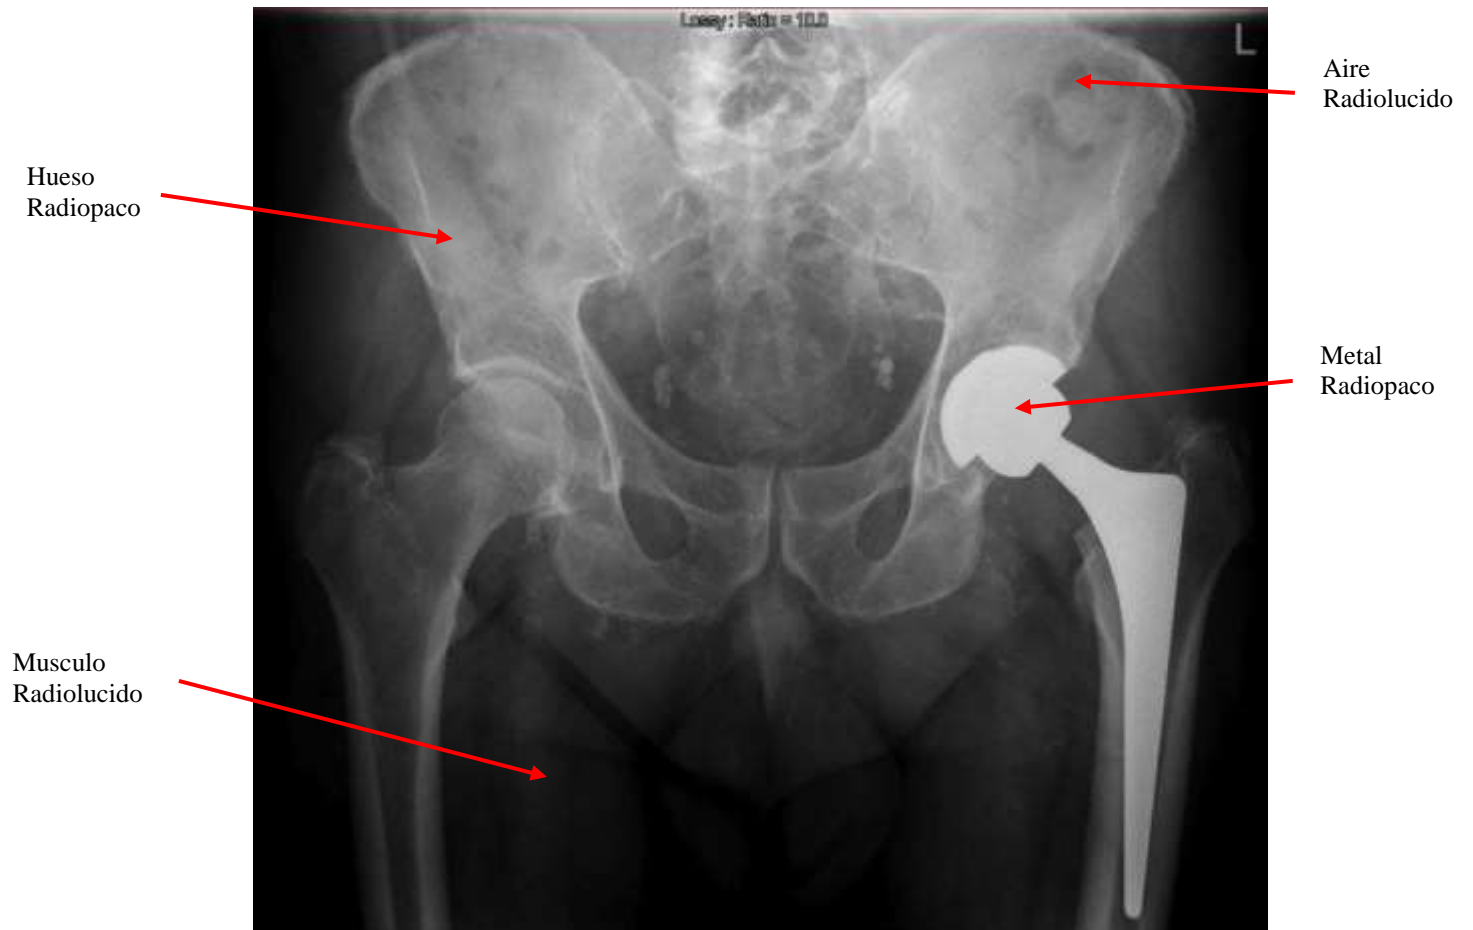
Isanidad, (2018). Radiografía Ap de cadera con prótesis en cadera izquierda. Recuperado de: <https://isanidad.com/108989/estudio-resa-los-casos-intervenidos-de-protesis-de-cadera-dentro-de-las-48-horas-supera-a-muchos-paises-y-hospitales/>
